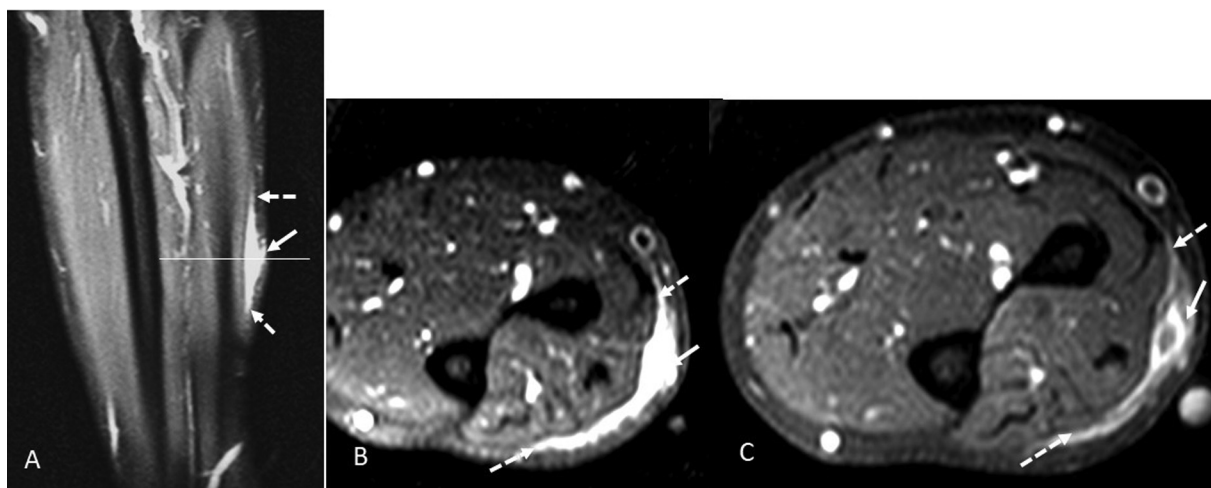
Imágenes de RM preoperatorias del caso N° 2. (A) Corte sagital con línea que sirve de referencia para señalar el nivel los cortes axiales. (B) Corte axial potenciado en STIR y (C) corte axial, T1 con supresión grasa, tras la administración de contraste. En las tres imágenes las flechas blancas señalan el nódulo principal del tumor localizado en el tejido celular subcutáneo profundo en contacto con la fascia. La extensión laminar o curvilínea perifascial y fascial se marca con flechas discontinuas. La lesión no invade planos profundos y en este caso no se aprecia infiltración subdérmica, o es muy escasa. Se diagnosticó como una malformación vascular tipo angioma.
